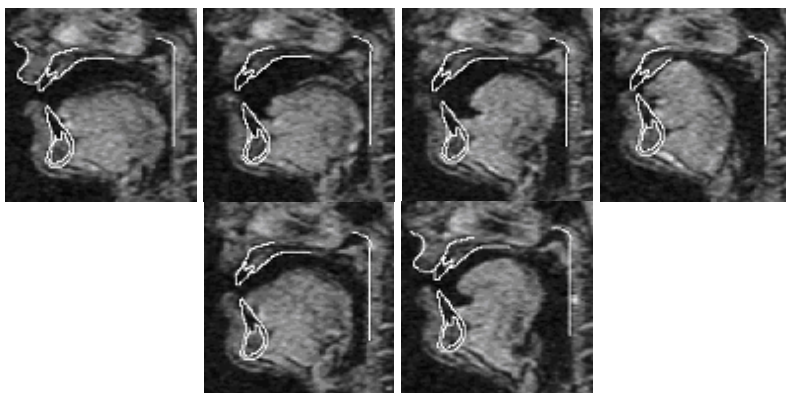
Визуализация передних резцов верхней и нижней челюстей: ВЗ — передние резцы верхней челюсти; НЗ — передние резцы нижней челюсти; зубной контур, наложенный на МРТ-изображение, полученное без использования зубных накладок
